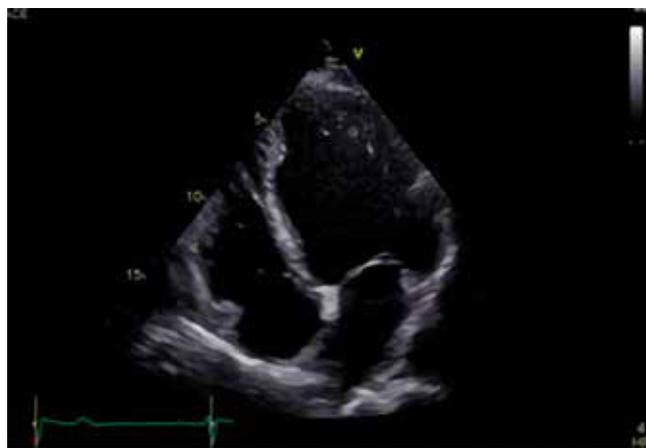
Ecocardiogramma (proiezione apicale delle 4 camere) che mostra un cuore con scompenso cardiaco secondario a cardiopatia ischemica
